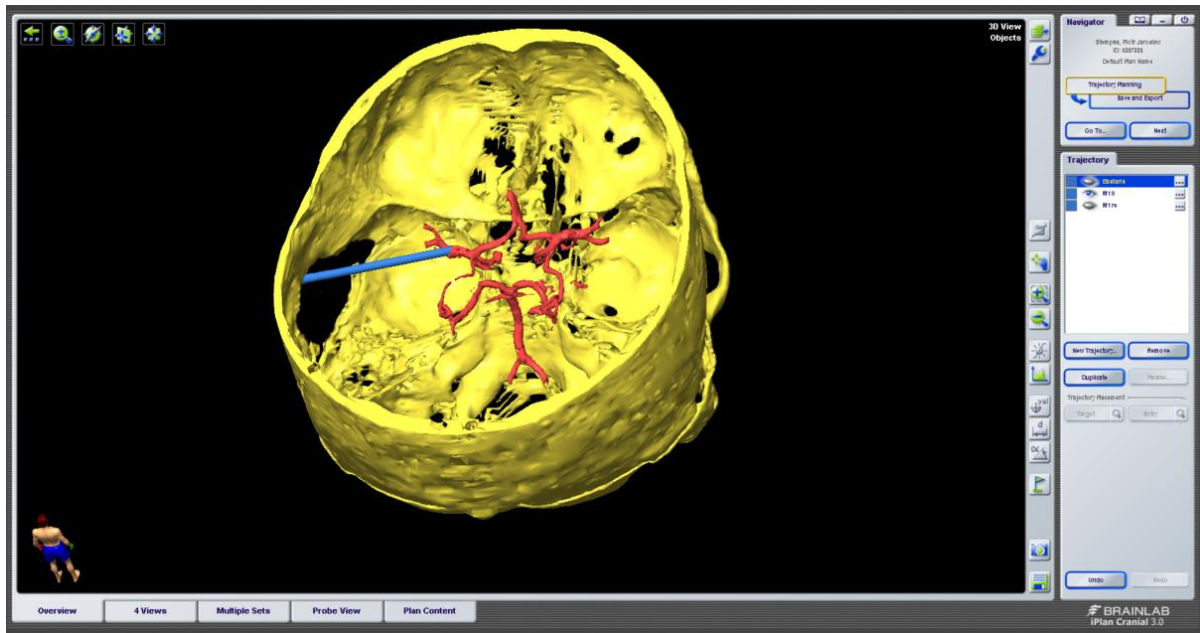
Planung des transtemporalen Dopplertrajektes zur Untersuchung des linken M1-Segments der MCA durch den virtuell ausgedünnten Schädelknochen
